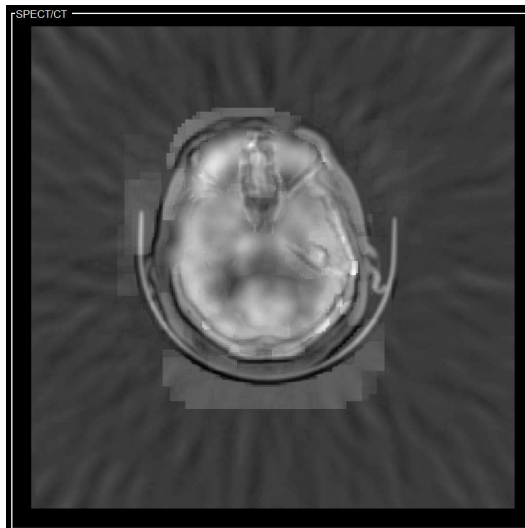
Fusión SPECT/TC - Pirámide Morfológica
